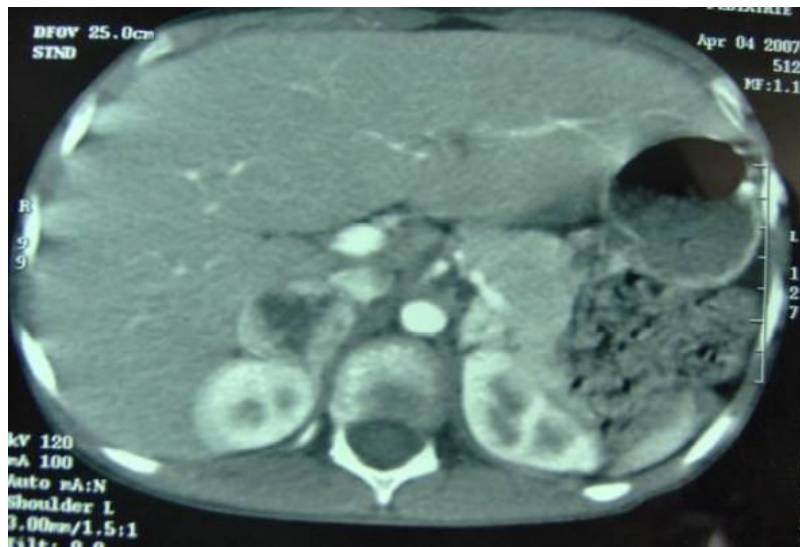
TDM abdominales de phéochromocytomes :
